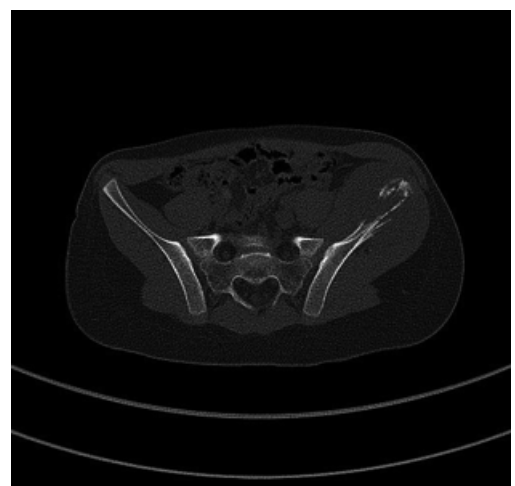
Lesser pelvis with visible osteolysis, pathological tissue mass and asymmetry of the body contour between the left and right sides (CT)
